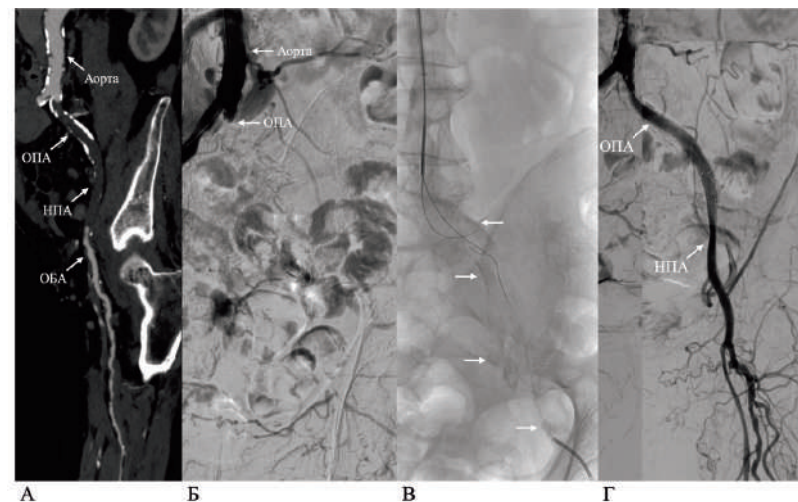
Эндоваскулярная реваскуляризация при поражении аорто-подвздошного сегмента типа D: А – Данные КТ-ангиографии: протяженная хроническая окклюзия левых общей и наружной подвздошных артерий с выраженным кальцинозом; Б – Данные интраоперационной селективной ангиографии, подтверждающие окклюзионное поражение; В – Проводниковая реканализация окклюзии общей и наружной подвздошных артерий из двух доступов. Стрелками отмечен кальциноз общей, внутренней и наружной подвздошных артерий; Г – Результат ангиопластики со стентированием: восстановлена проходимость общей и наружной подвздошной артерий (НППА). ОПА – общая подвздошная артерия (ОПА); НППА – наружная подвздошная артерия; ОБА – общая бедренная артерия (ОБА)
